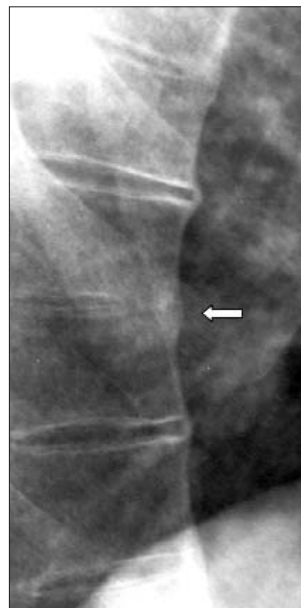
Рентгенограмма поясничного отдела позвоночника в прямой проекции. Спондилодисцит межпозвонкового диска L<sub>4</sub>-5. Синдром Андерсена (стрелка)
